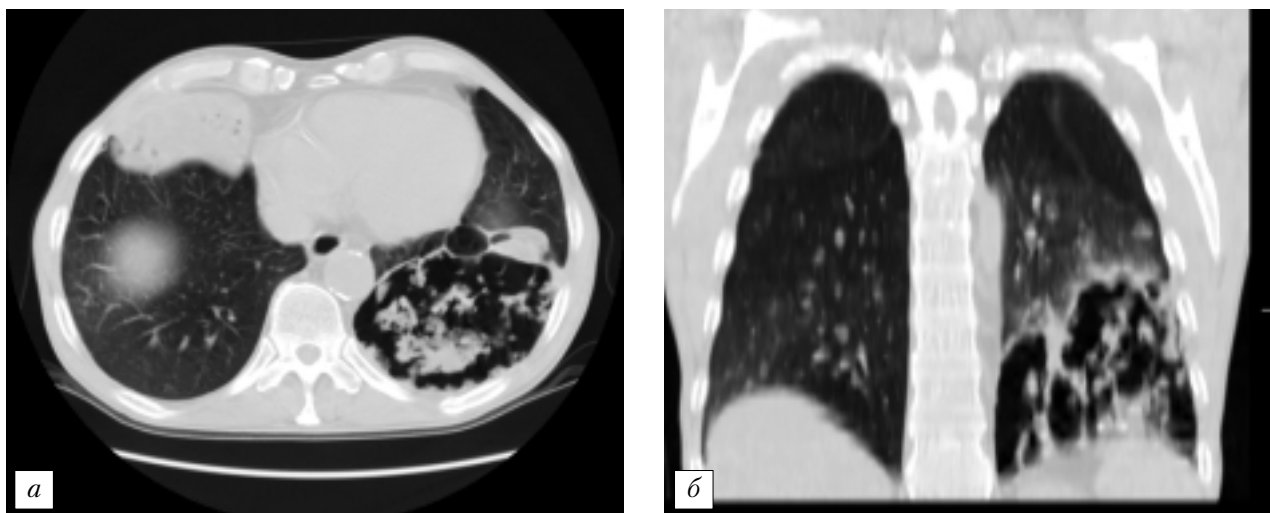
КТ органов грудной клетки больного А. через 8 мес от начала заболевания (а) и мультипланарная реконструкция изображения, где отмечается формирование тонкостенной кисты в нижней доле левого легкого с наличием в ней остаточных участков некротизированной легочной ткани (б).
